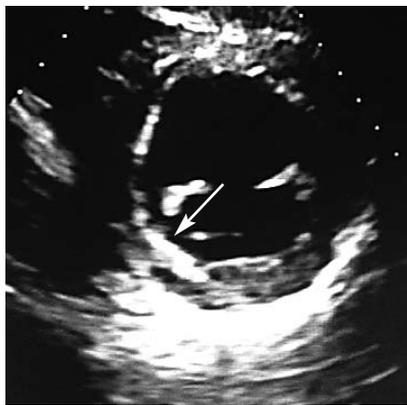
Эхокардиограмма пациента Б. Уплотнение эндокарда и миокарда нижней и задней стенок левого желудочка (стрелка)
